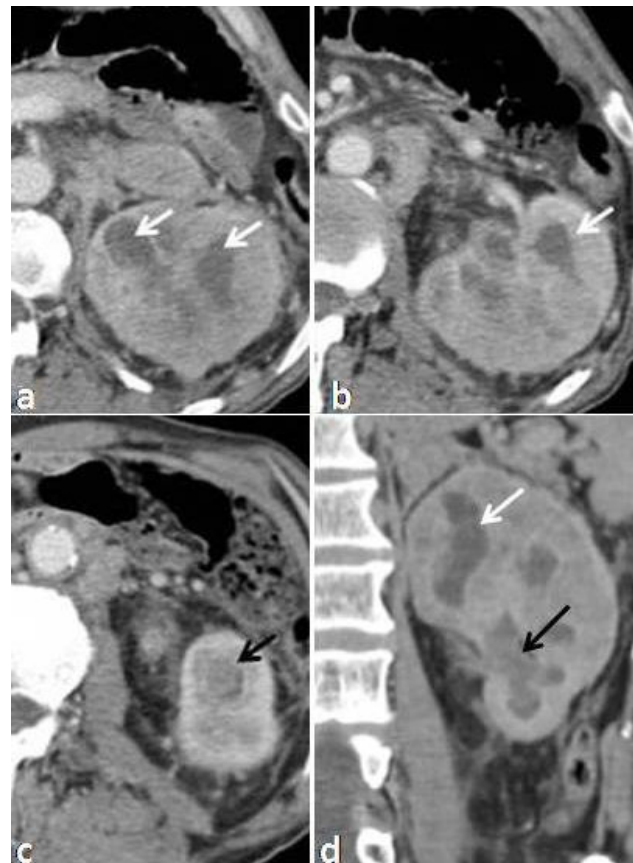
Multiple renal abscesses. Axial (a, b and c) and coronal (d) contrast-enhanced CT images (nephrographic phase) show an enlarged and heterogeneous left kidney, with multiple hypodense collections representing abscesses (white arrows). There is also dilatation of several calyces in the lower pole, which are filled with dense material (pyonephrosis) (black arrows).
